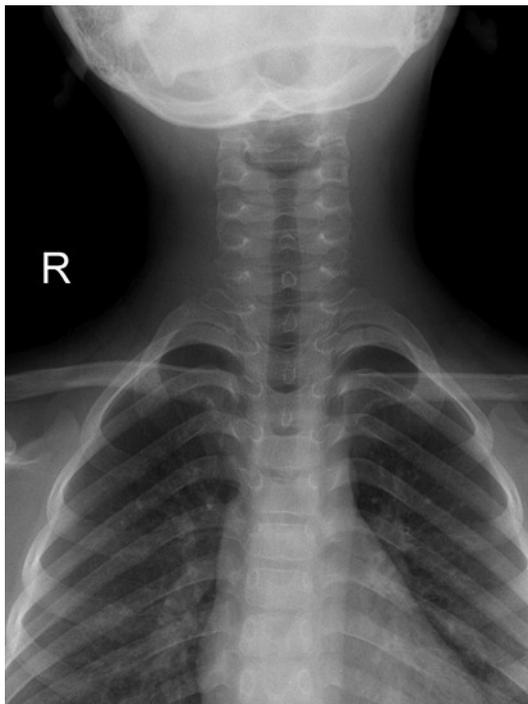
Chest radiography shows improvement of subcutaneous emphysema in the neck and pneumomediastinum.
